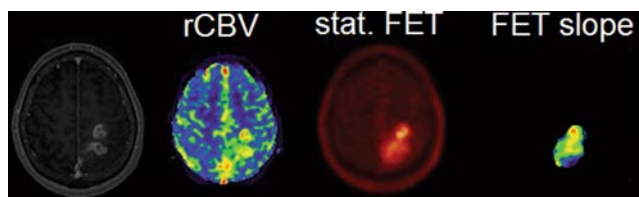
Koregistrierte Maps von DSC- und FET-PET Parametern. Beispiel von korrespondierenden rCBV-, statischen FET- und FET slope maps von einem Patienten mit Glioblastoma multiforme. Links: MPRage Sequenz nach Kontrastmittelgabe.
